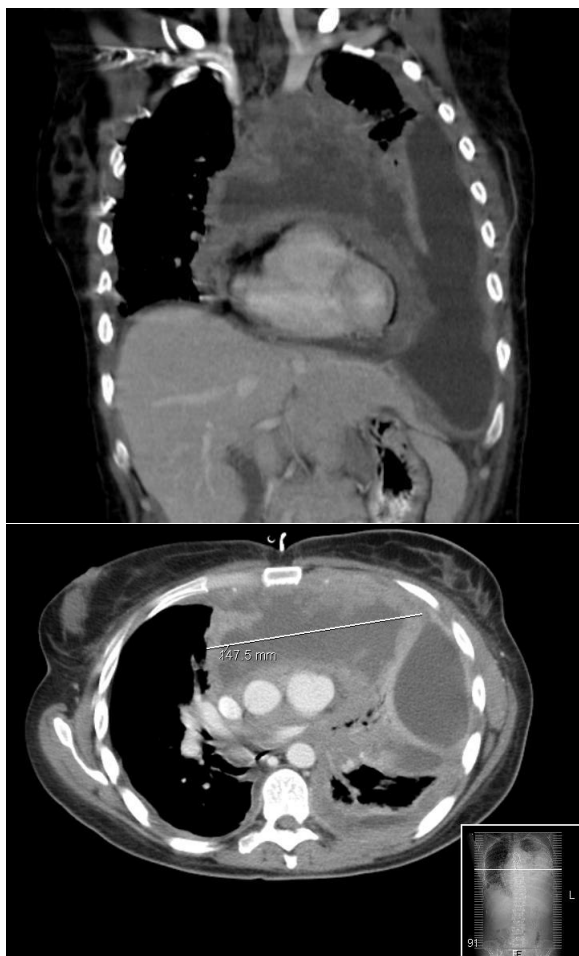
TAC toraco-abdomino-pélvico.
